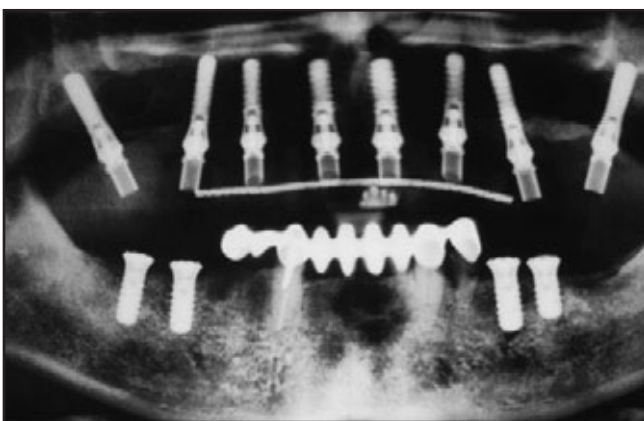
Panoramaröntgenbild sofort nach dem Eingriff.
